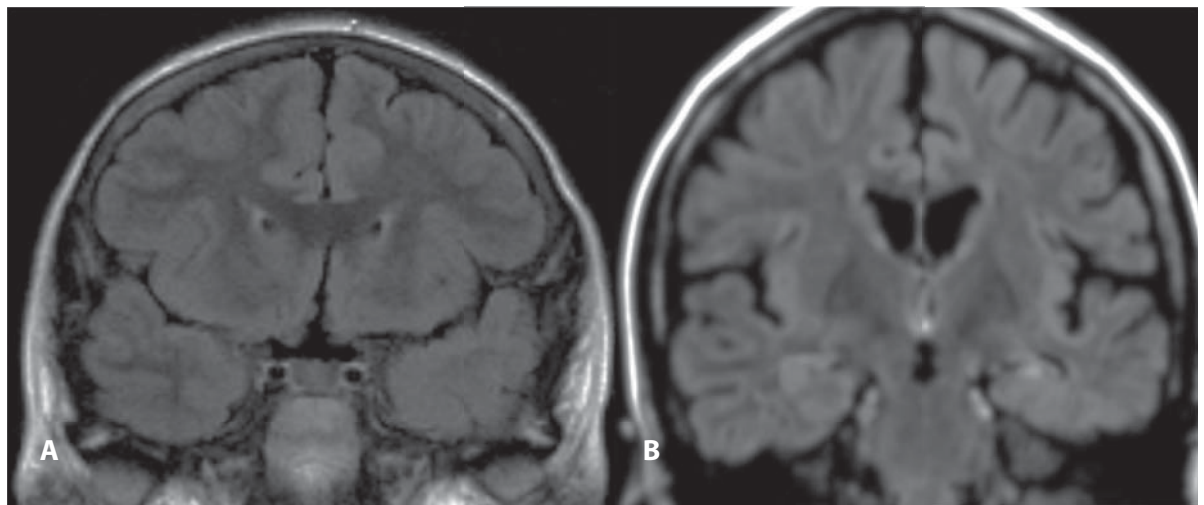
Displasia cortical focal tipo IIIa. Displasia cortical focal tipo I asociada a esclerosis del hipocampo subyacente. RM de cerebro. A. Corte coronal en secuencia FLAIR: pérdida de la diferenciación de la sustancia gris-blanca en el polo temporal izquierdo. B. Disminución del volumen, pérdida de la estructura interna y señal hiperintensa en el hipocampo ipsilateral.
